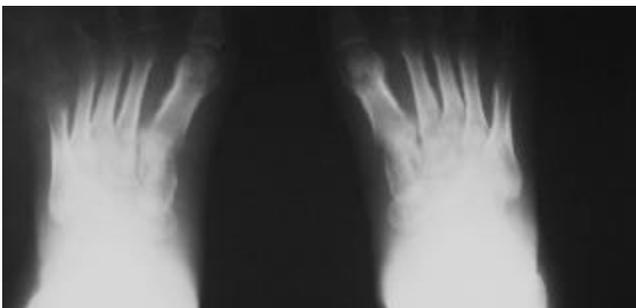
Radiografía de pies. Osteoartropatía hipertrófica secundaria a carcinoma broncogénico, obsérvese la periostitis bilateral en el primer metatarsiano.
